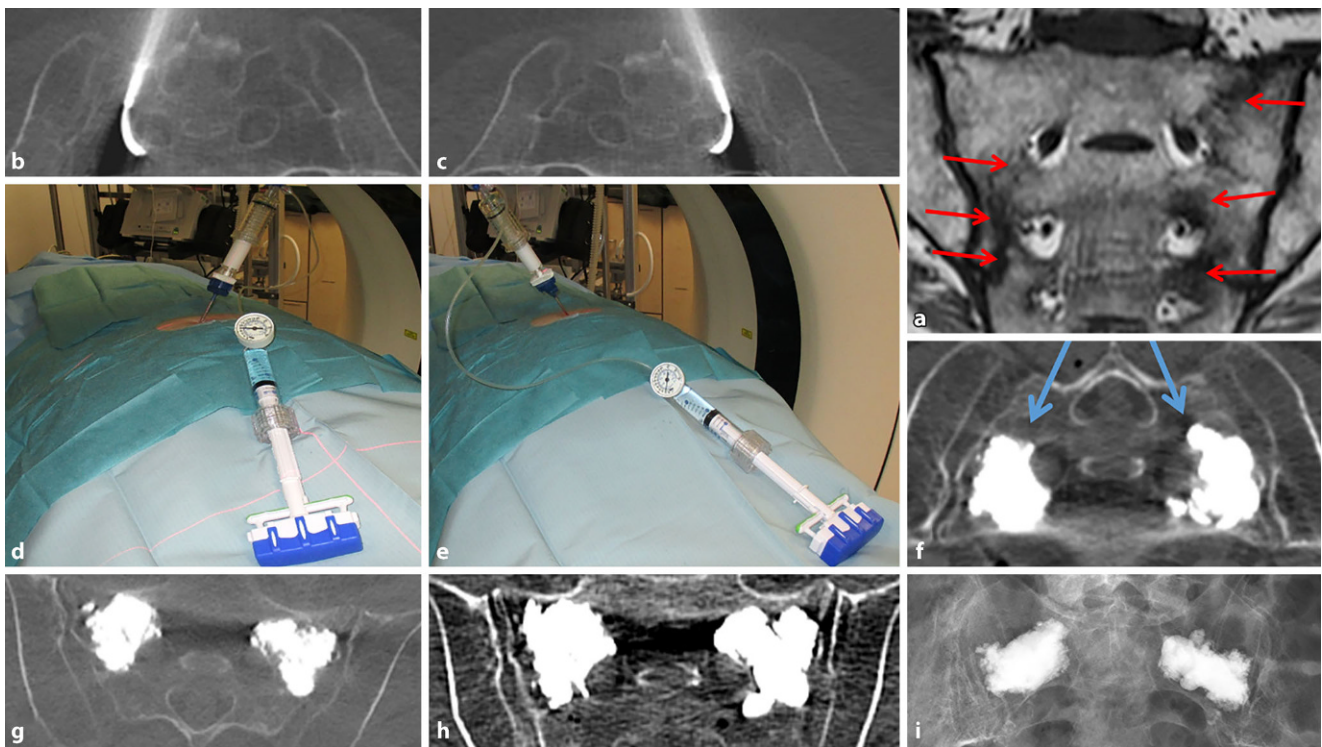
▲ Ein Beispiel für eine Zementsakroplastie. a Abbildung (koronar anguliertes T1-gewichtetes MRT-Schnittbild des Sakrums) einer bilateralen nichtdislozierten FFS (Fragilitätsfrakturen des Sakrums, rechts Denis-Typ 1 und links Denis-Typ 1–2 Frakturzone, Markierung durch rote Pfeile), entsprechend einer FFP (Fragilitätsfraktur des Beckens) Typ IIa nach Rommens und Hofmann [40]. b,c Mit einem von dorsal eingebrachten flexiblen Osteotom erfolgte die Erweiterung des spongösen Raums in der Frakturzone. d,e Über eine liegende 11 G Hohlneedle erfolgte die Einbringung von hoch viskösem PMMA-Zement (StabiliT® MX Vertebral Augmentation System – DFINE/Merit Medical, StabiliT® Bone Cement – DFINE/Merit Medical, Jordan, UT, USA) diskontinuierlich mithilfe eines Druckmanometers unter „Low-dose“-CT-Kontrolle. Der Patient liegt hierbei im CT in Bauchlage. f Nach Entfernung des Nadelsystems Darstellung der eingebrachten Zementplomben in die Massa laterales des Os sacrum beidseits. Die benutzten Zugangswege über die sogenannte kurze Achse [3] sind mit blauen Pfeilen markiert. g,h In der Kontrolle am nächsten Tag zeigte sich im axialen und koronar angulierten CT-Schnittbild eine regelrecht liegende Zementplombe beidseits, eine Zementleckage konnte ausgeschlossen werden. i Abbildung der Zementplomben im konventionellen Röntgen
